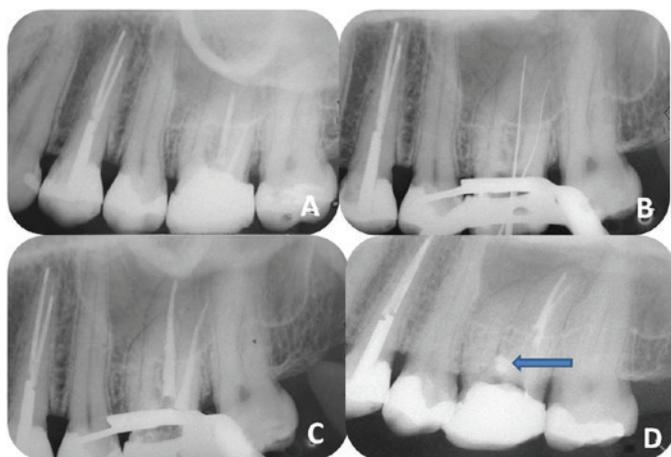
A- Imagem radiográfica periapical inicial com material obturador nos canais palatino e disto-vestibular.
